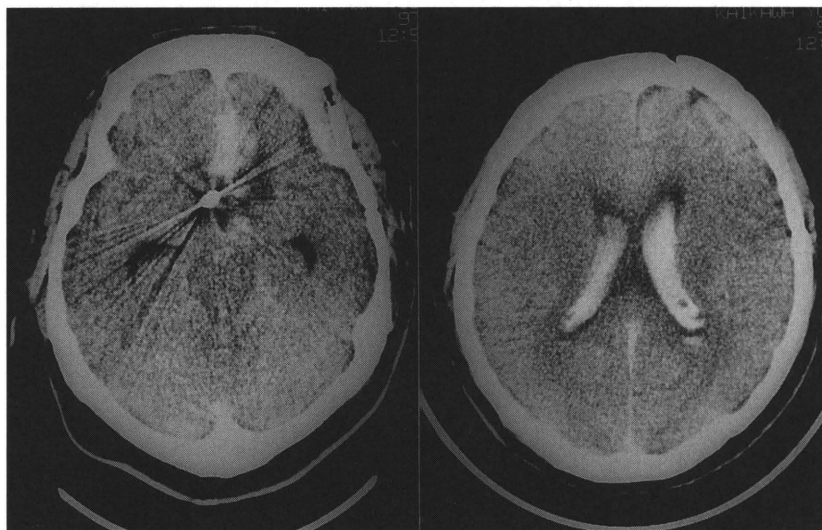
再出血後のCT：大脳半球間裂および脳室内に血腫をみとめる。
